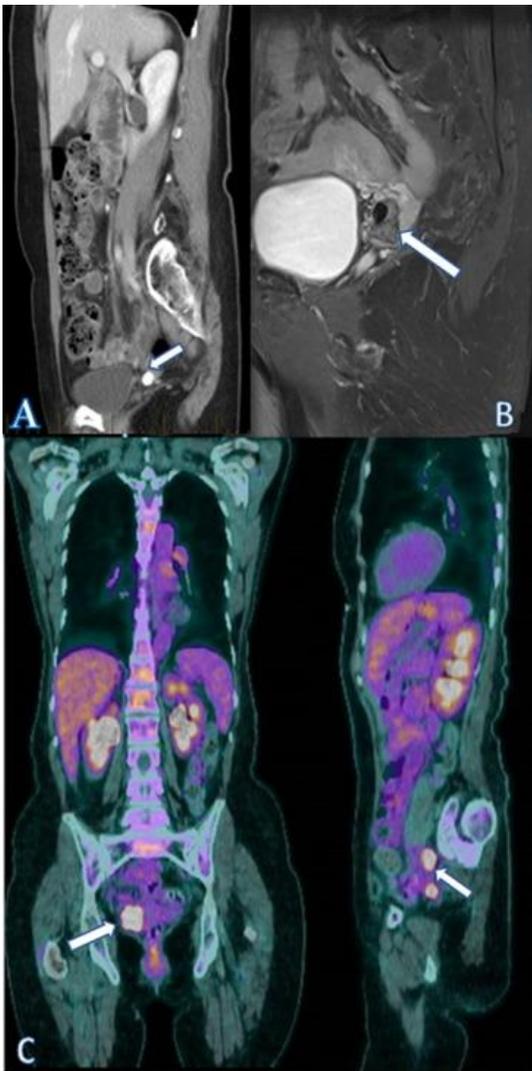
A. Tomografía computarizada de la pelvis que muestra un posible fibroma cervical pediculado o dermoide ovárico derecho (flecha blanca).
